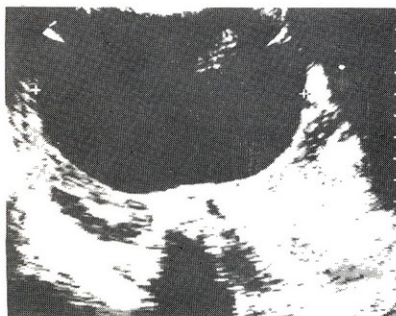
Ecografía abdominal que demuestra que la masa palpable corresponde a formación quística unilocular.
